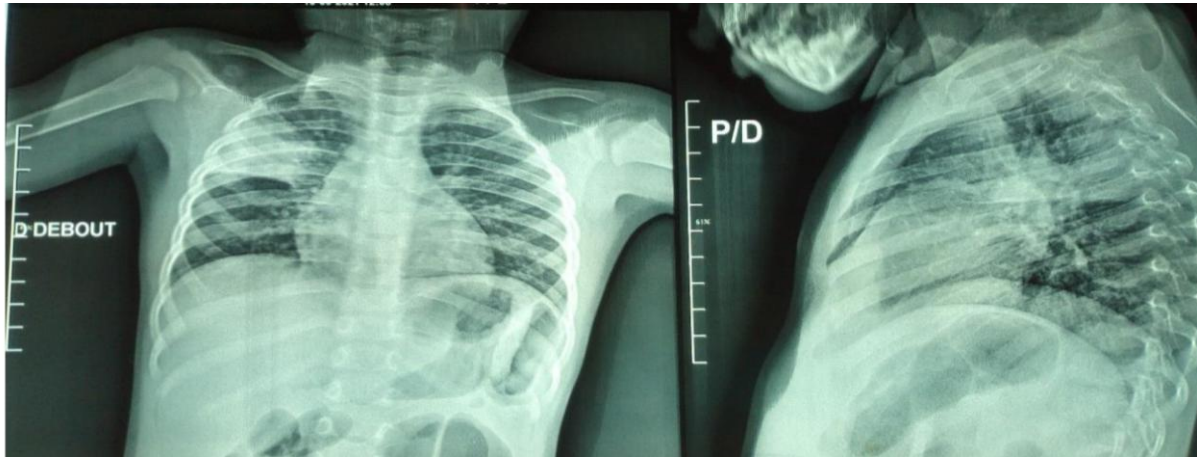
Radiographie de thorax de face et profil montrant une opacité dense, homogène, systématisée du lobe moyen droit [28]
